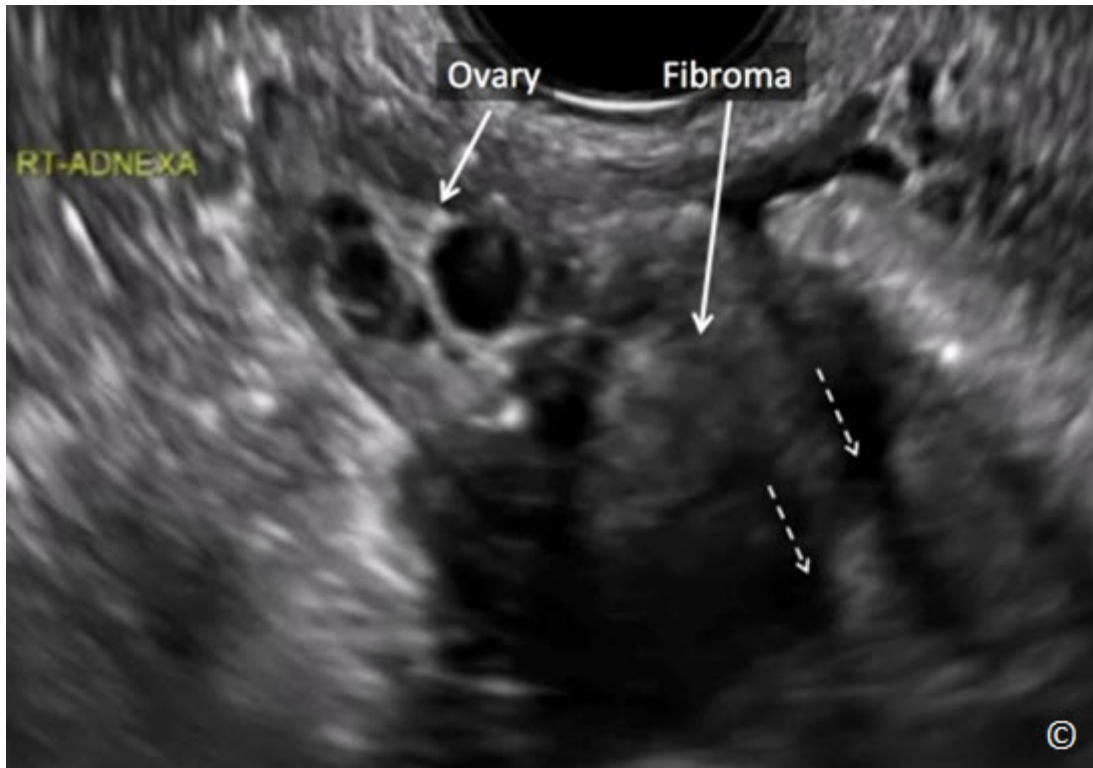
Ultrasonido transvaginal de un fibroma ovárico. Obsérvese las características de "sombras de persianas venecianas" (flechas discontinuas). El fibroma está unido al ovario y no se mueve libremente en los anexos. Ver Videoclip 12-3 para obtener más información.
